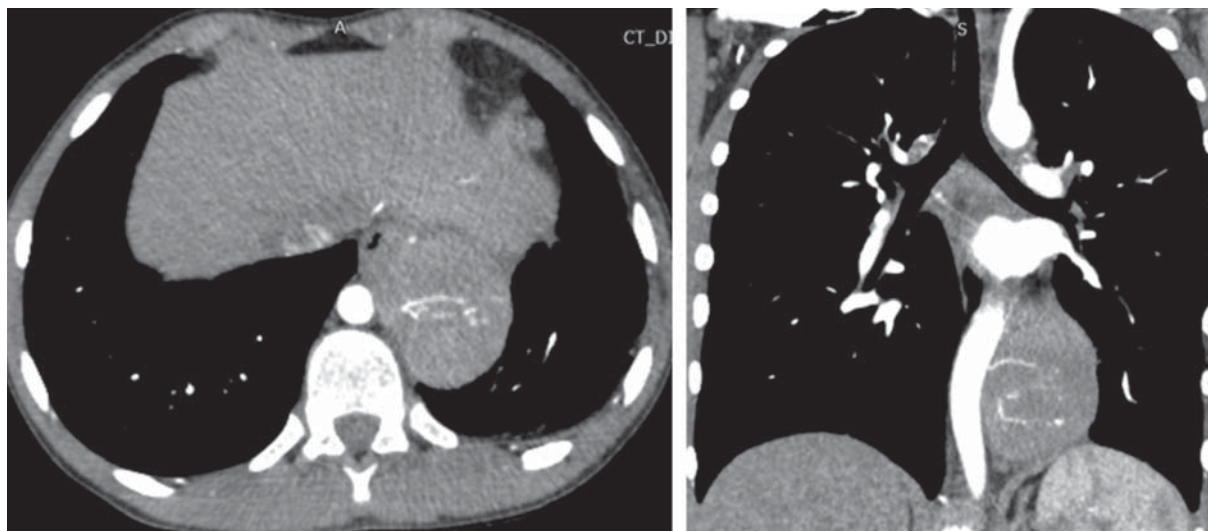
МСКТ органов грудной клетки с внутривенным контрастированием
